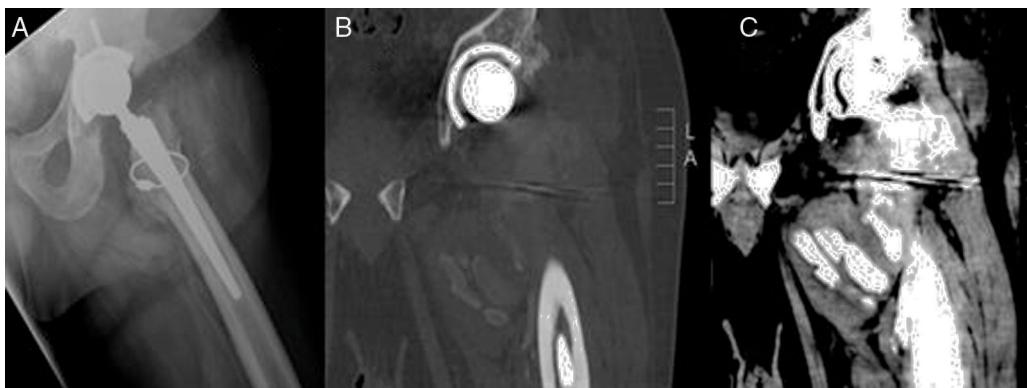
En la radiografía (A) y en la TAC (B,C) se observan calcificaciones periartrulares. No se aprecian signos de aflojamiento.
